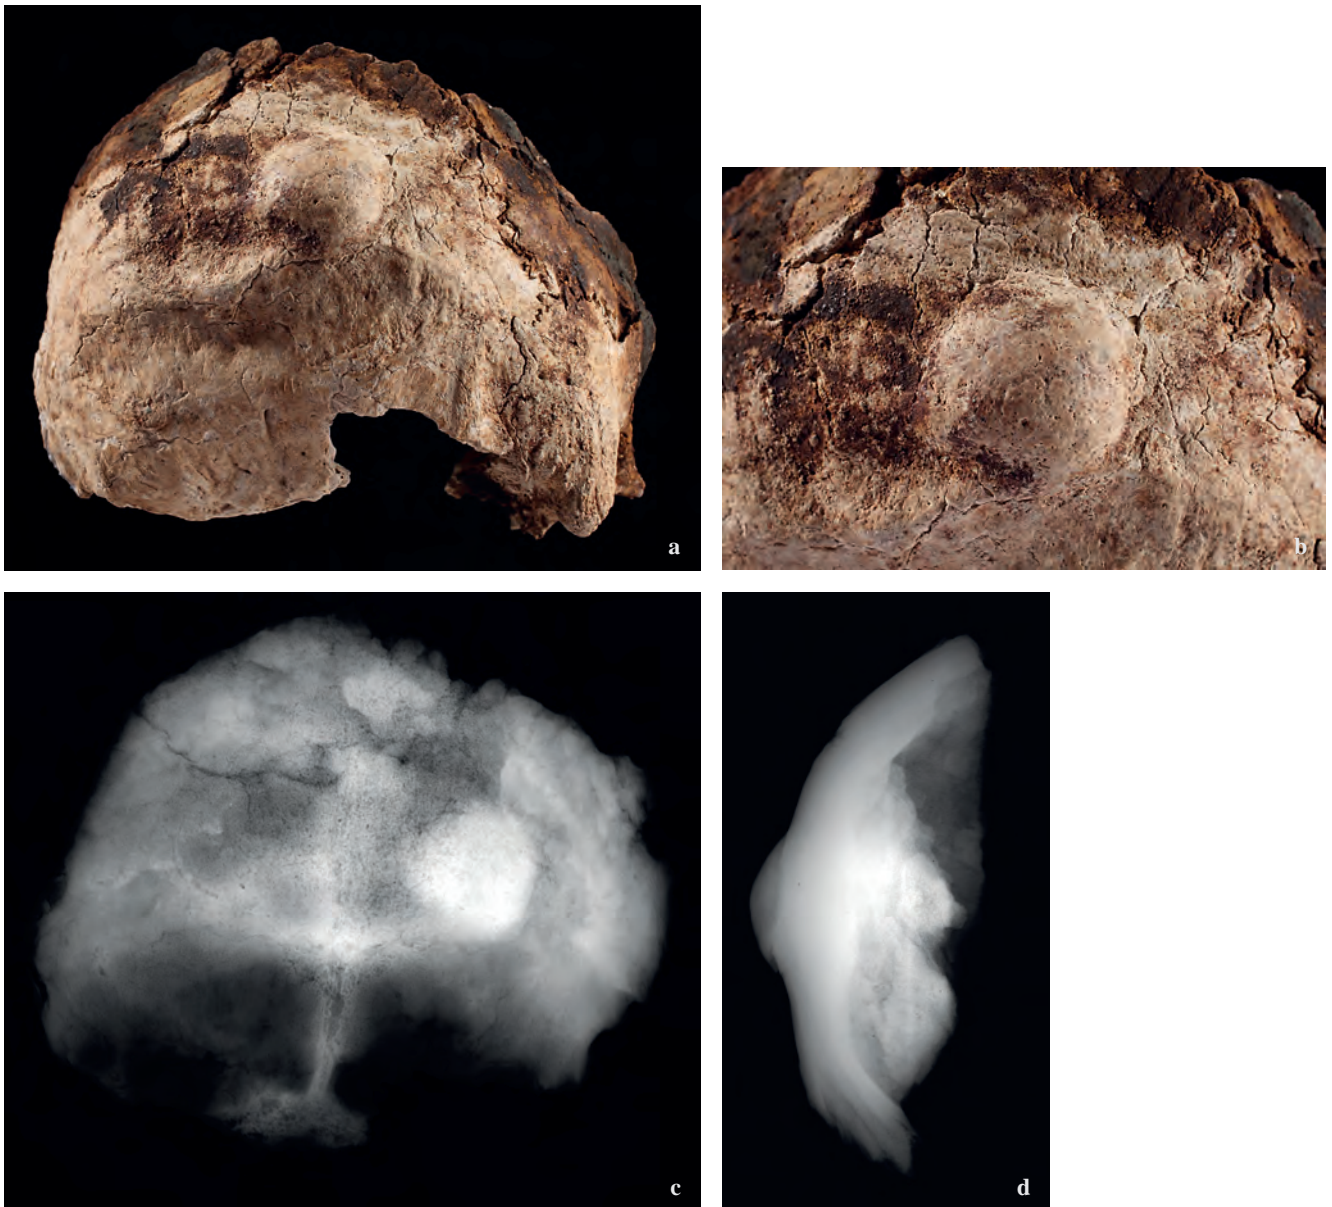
Grabhaus 1/08. Grab 5, Individuum IX (wahrscheinlich männlich, 30–40 Jahre). a. ein großes *Osteom* (Dm ca. 28 mm, max. Höhe ca. 14 mm) auf der *Lamina externa* des Hinterhauptes; b. Detailansicht des *Osteoms*, welches wohl auf dem Kopf tastbar war (© ÖAW/ÖAI, Fotos: N. Gail); c. Röntgenaufnahme, anterior-posteriore Ansicht des *Osteoms*, Belichtung 50kV, 5,5 Minuten, extrem dichtes Knochengewebe; d. Röntgenaufnahme, Seitenansicht des *Osteoms*, Belichtung 60kV, 6 Minuten. Außer einem postmortalen Riss ist keine Grenze zur ursprünglichen Oberfläche erkennbar (Fotos: J. Nováček, K. Scheelen-Nováček)
